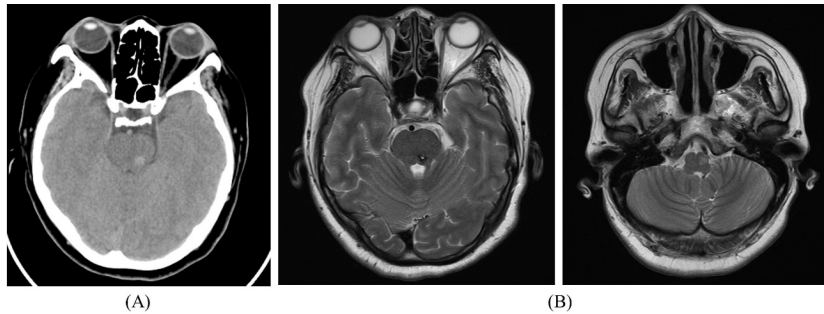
Brain CT, MRI F/U of patient.
